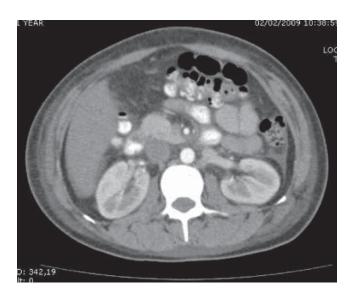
Tomografía de abdomen con doble contraste sin lesiones en tracto digestivo, ni metástasis.
